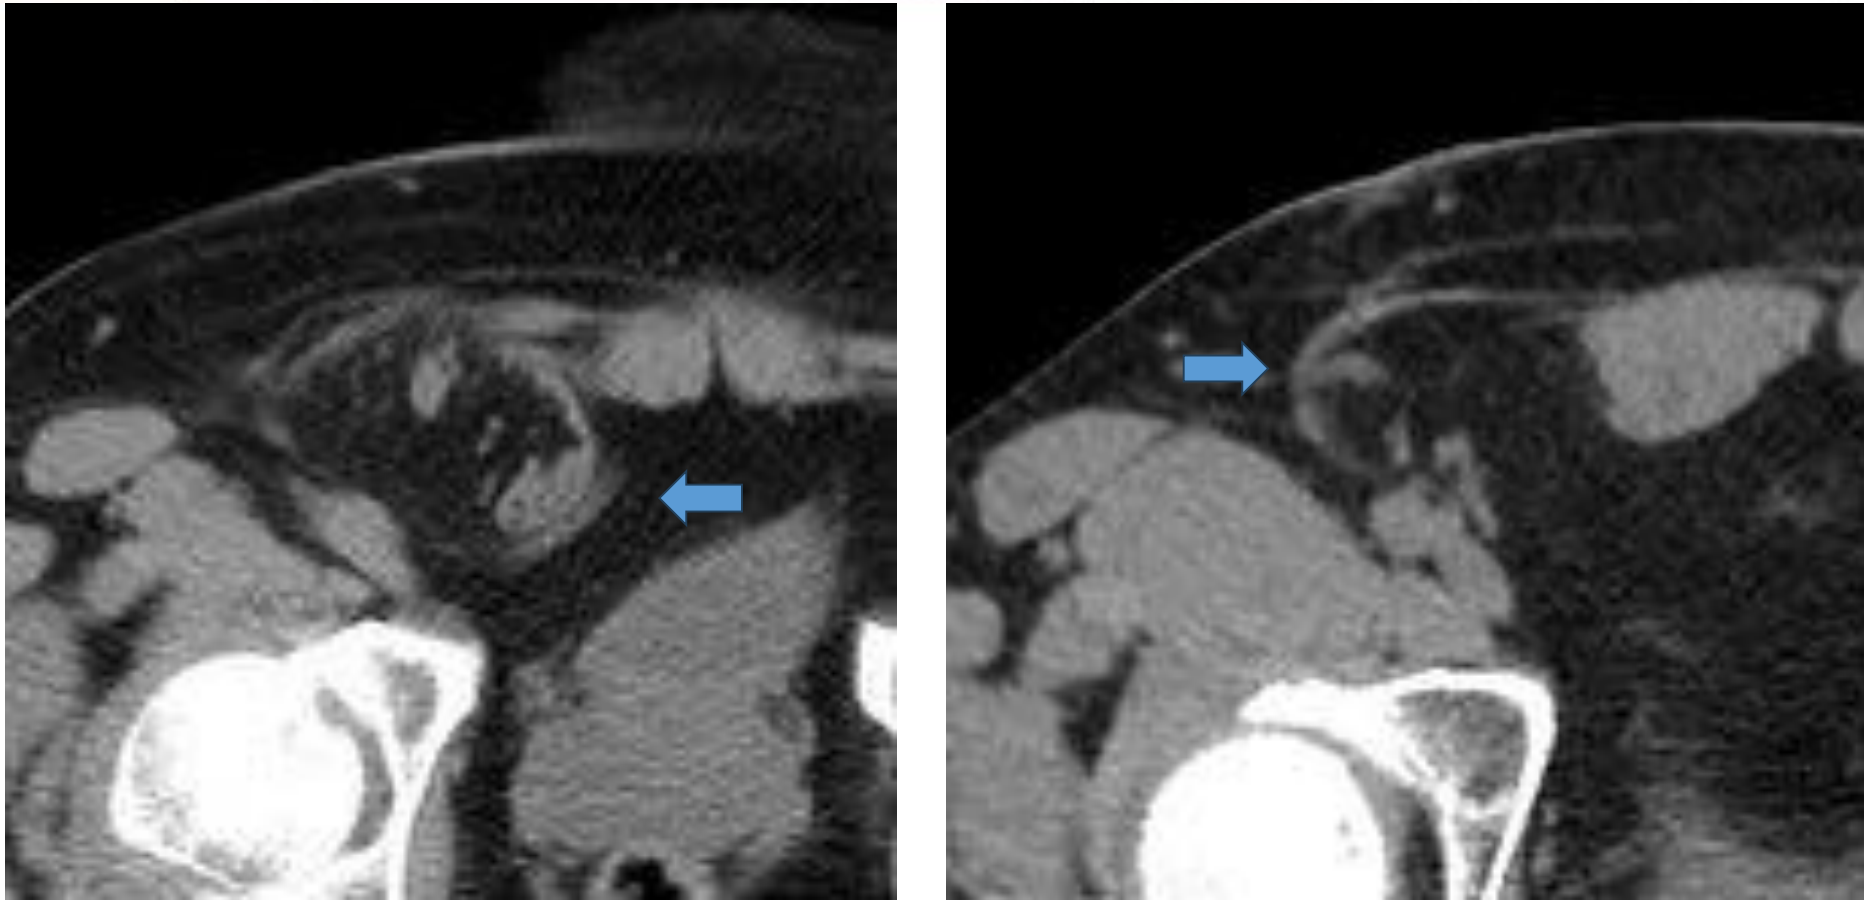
Magnificación de cortes axiales de tomografía, a la izquierda se identifica herniación grasa por el anillo inguinal, sugestivo de hernia inguinal indirecta. A la derecha se observa protrusión de grasa con signo de “luna creciente” compatible con hernia inguinal directa.
